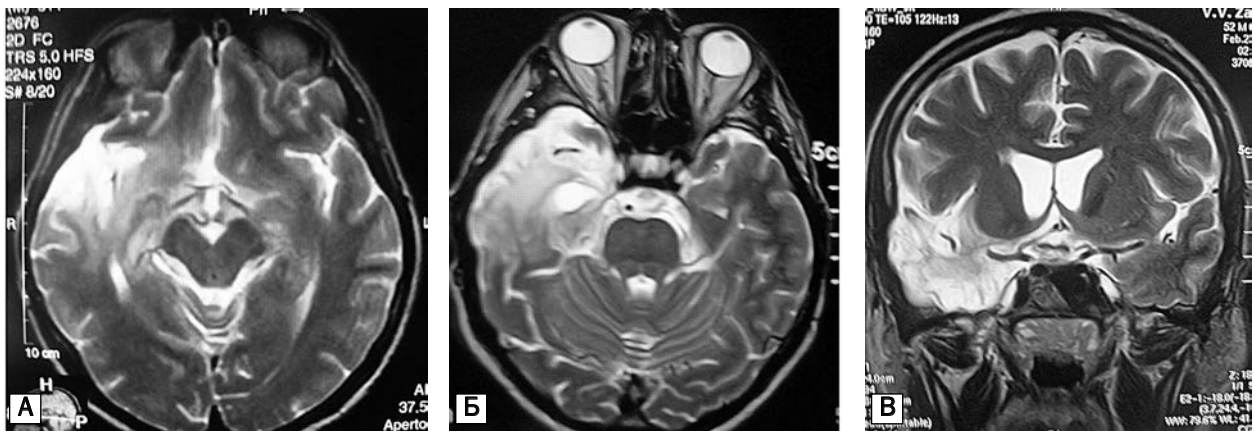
МРТ в T2-33 пацієнта з гострим HSV-1-енцефалітом в аксіальній (А — 14.12.2009 р.; Б — 23.02.2010 р.) та фронтальній (В — 23.02.2010 р.) проекції
